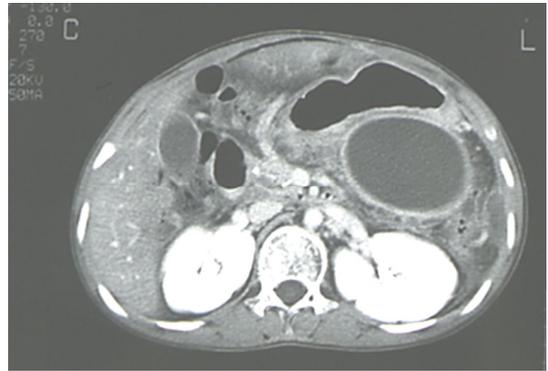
Abdominal CT scan image of a subject 5 with infarction of lateral and medial segment of a liver.
